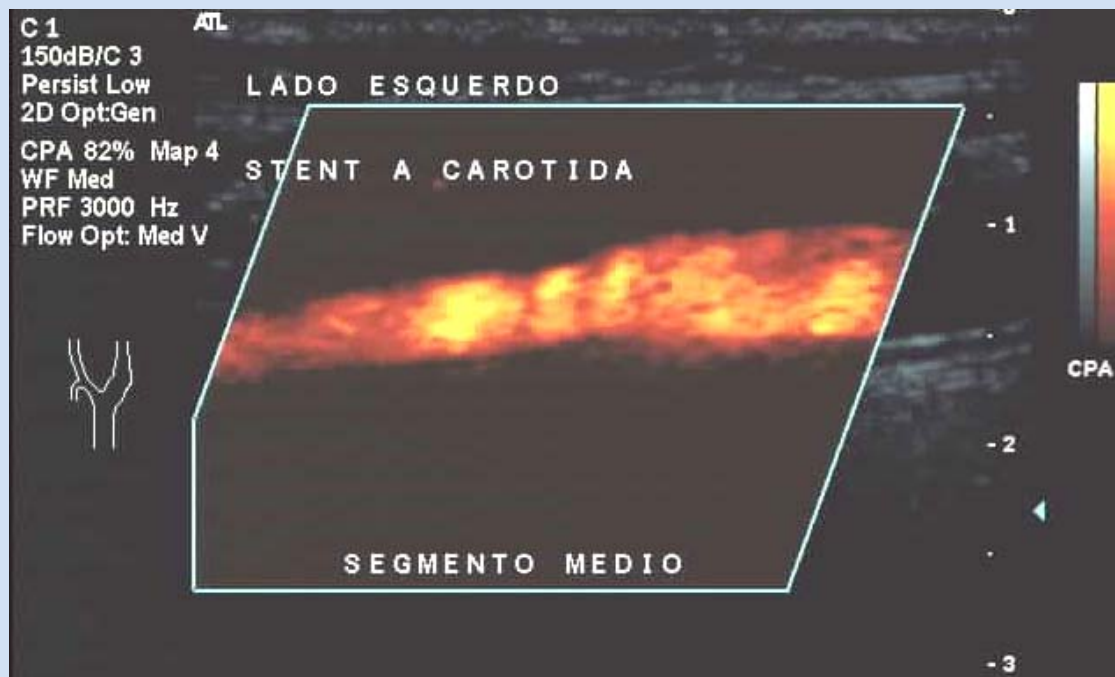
Stent na artéria carótida interna. Power Doppler mostra enchimento luminal adequado.
